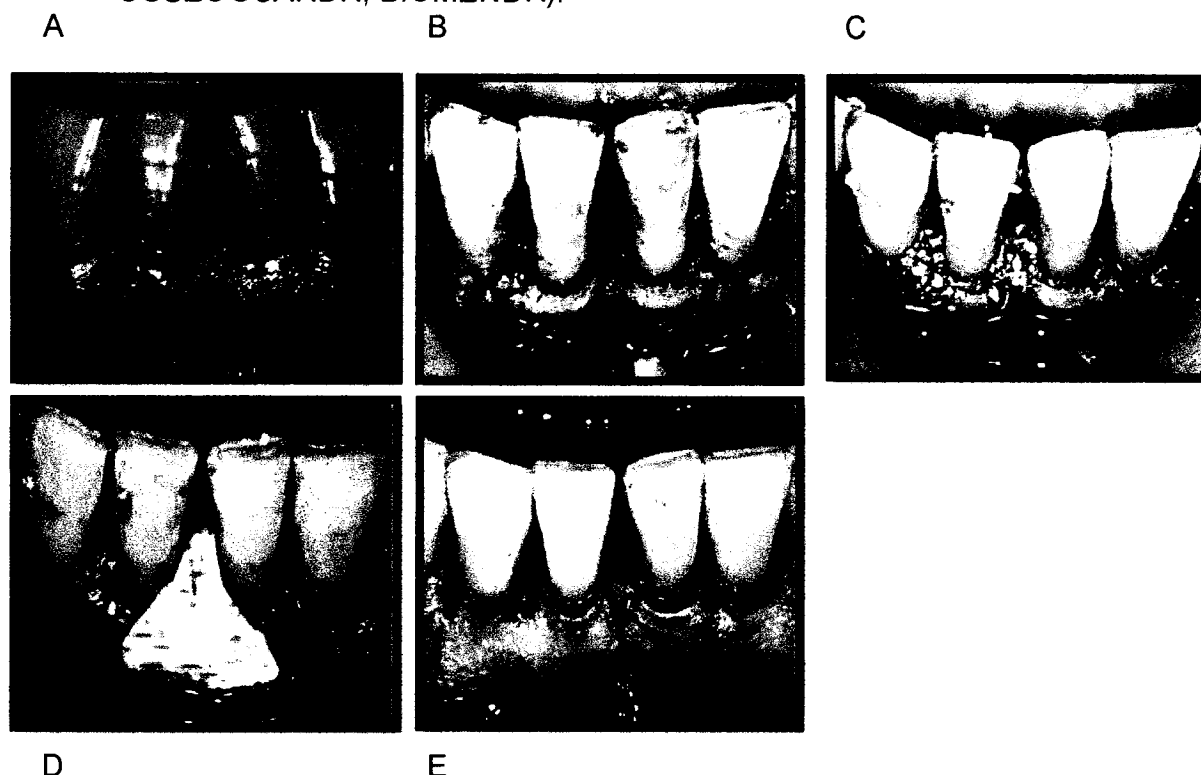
Régénération tissulaire guidée (RTG). (21)
